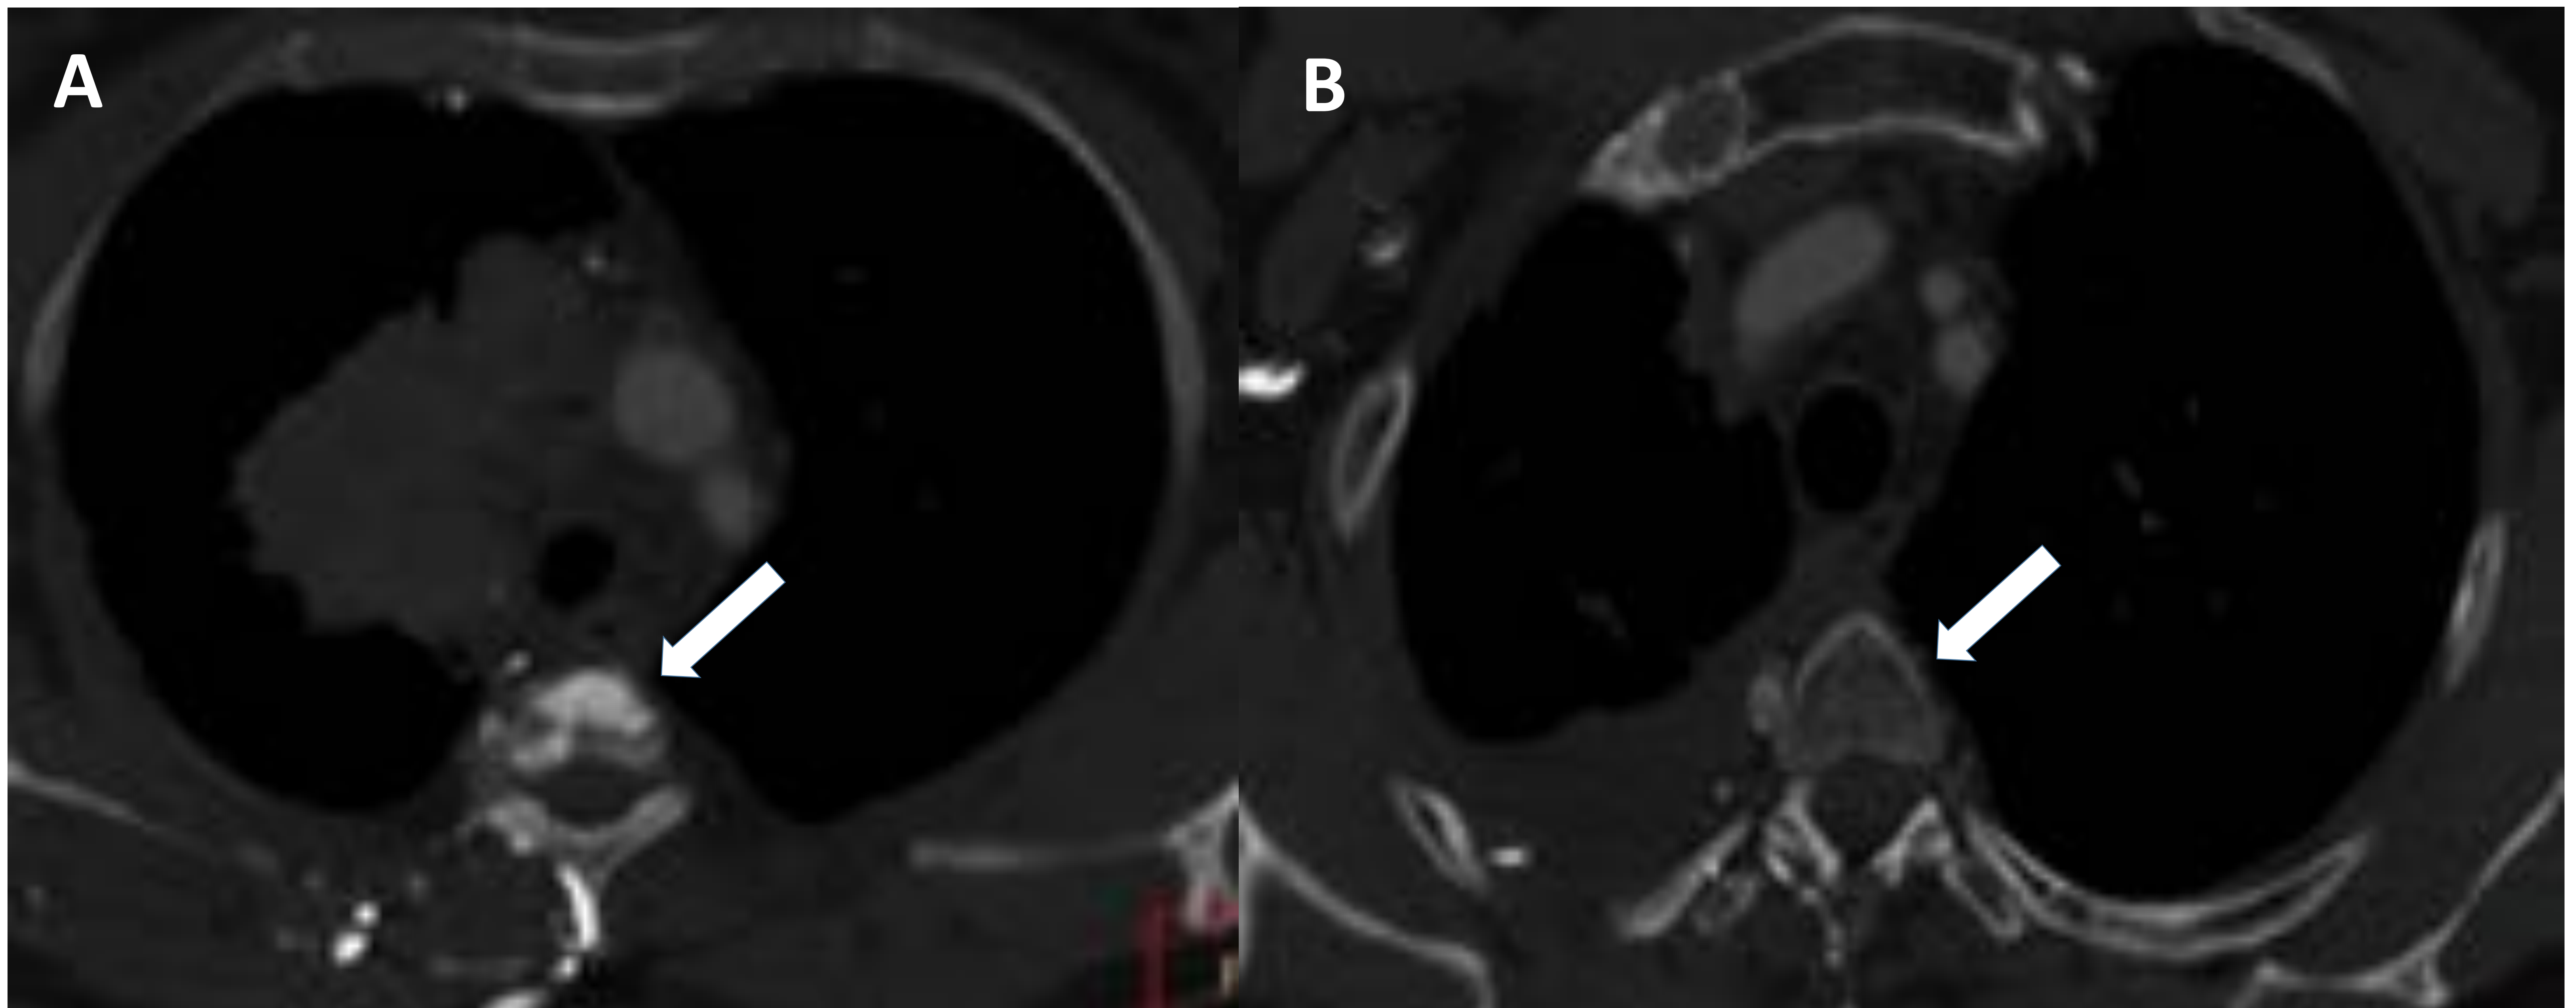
TC torácica axial con CIV y ventana de hueso. Imágenes comparativas del TC del mismo paciente antes (A) y después (B) del tratamiento. A) Lesión ósea esclerosa en cuerpo vertebral dorsal alto (flecha). B) Desaparición de dicha imagen esclerosa (flecha), sugestivo de pseudoesclerosis por congestión venosa como consecuencia de la circulación colateral condicionada por el SVCS.
